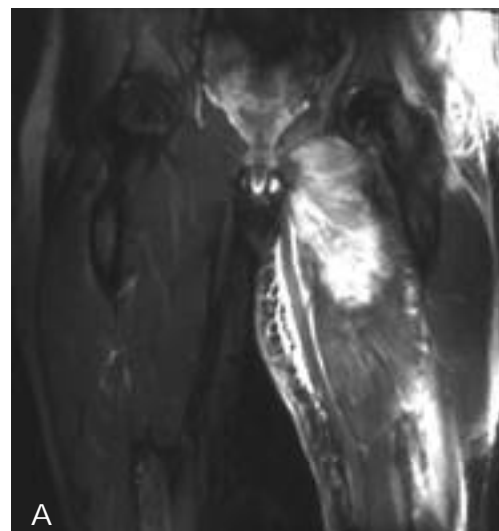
a) Tomografía coronal en secuencias STIR. Afectación difusa de los músculos glúteo mayor, mediano, obturador externo, cuadrado femoral, aductores e isquio-tibiales en paciente VIH positivo con piomiositis por stafilococo aureus. b) Tomografía axial en secuencia T2. Formación de absceso intramuscular en el mismo paciente.
